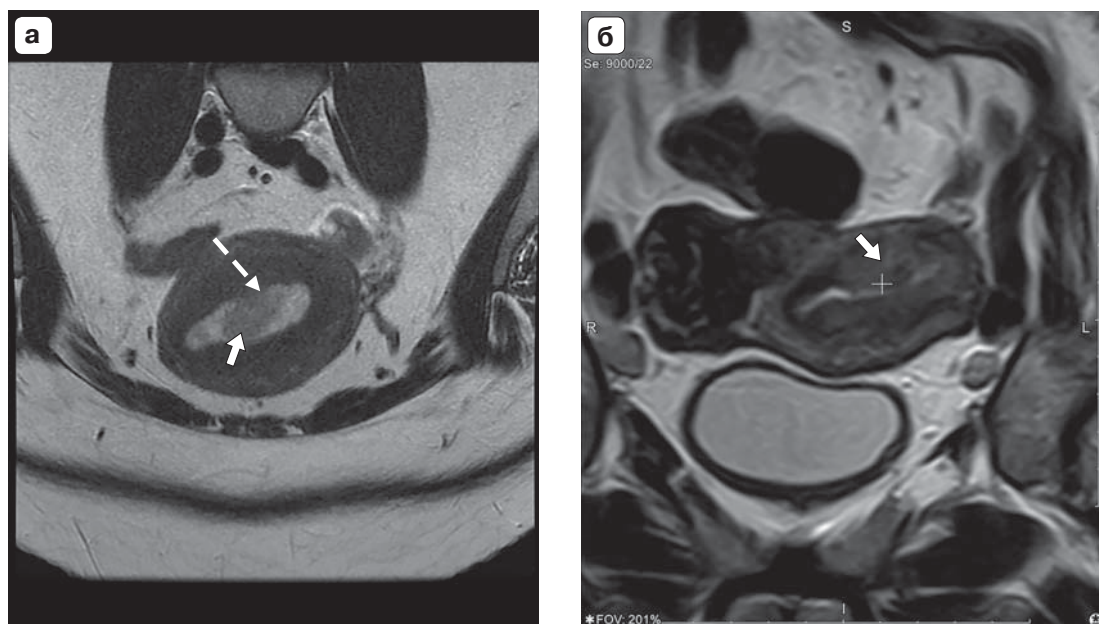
Магнитно-резонансные томограммы малого таза. а – T2ВИ в косой аксиальной проекции, в полости матки визуализируются опухолевые массы (сниженный на T2ВИ МР-сигнал относительно эндометрия) без признаков инвазии в миометрий (сохраненный миометрий в зоне прилегания опухоли отмечен пунктирной стрелкой). Контур миометрия ровный, четкий. Опухоль отмечена стрелкой; б – T2ВИ, коронарная проекция. Визуализируется инфильтрация миометрия на всю толщу переходно-соединительной зоны в области задней стенки матки и левого маточно-го угла (опухоль отмечена стрелкой). Обращает на себя внимание отсутствие расширения полости матки.
